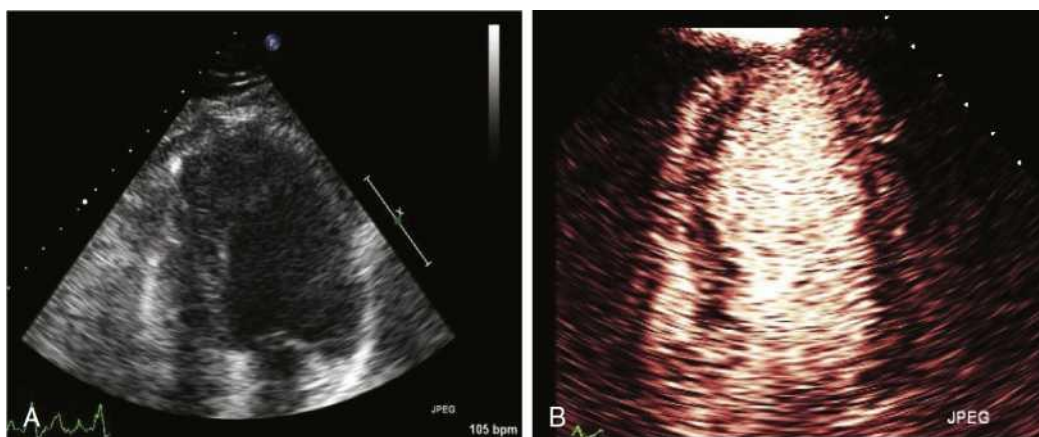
Contrast echocardiography for left ventricular opacification. (A) Apical four-chamber view showing poor endocardial definition of the left ventricular myocardium with harmonic imaging. (B) The same apical four-chamber view with contrast-enhanced imaging clearly showing the endocardium, allowing a proper assessment of regional wall motion and ejection fraction.
